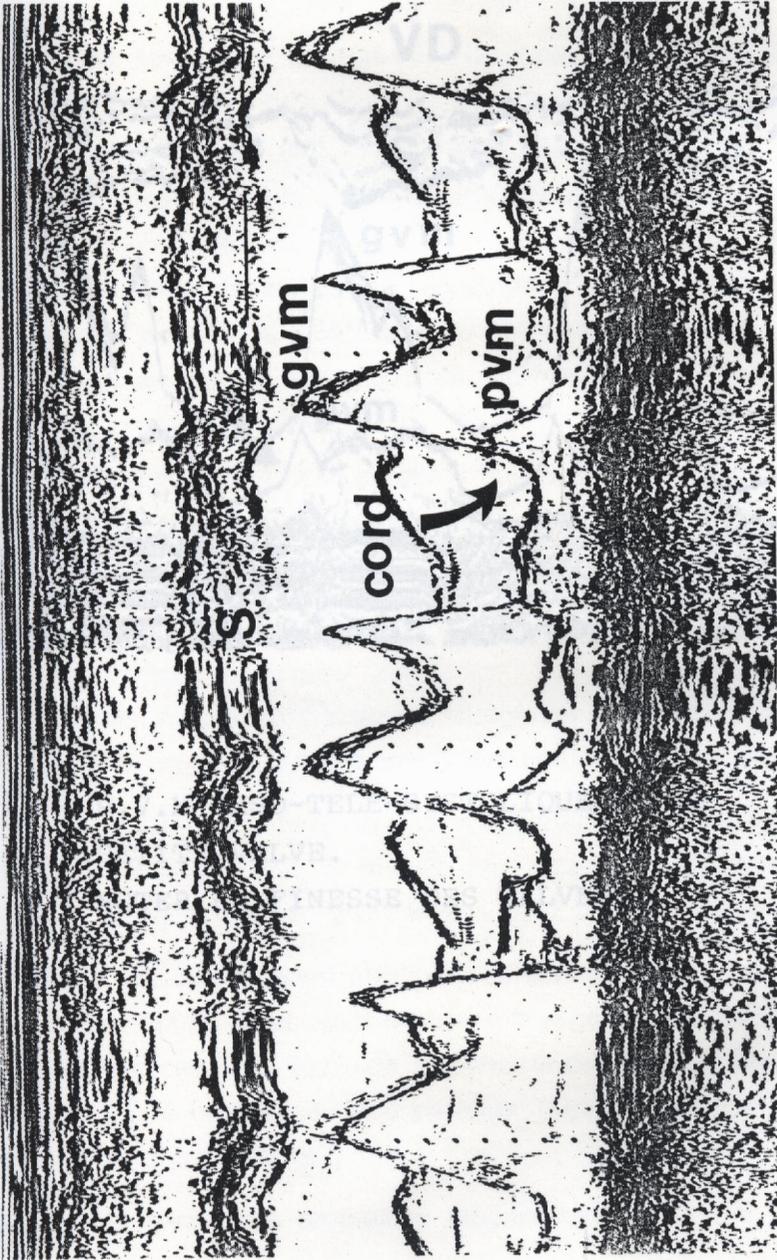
10 P.V.M TELE-SYSTOLIQUE : ASPECT EN CUPULE.
